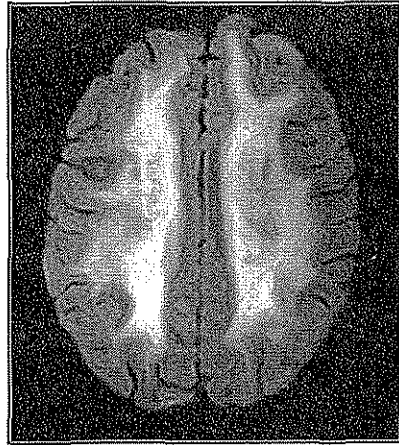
Resonancia magnética de cráneo IPT2, sin gadolinio, corte axial a nivel de la corona radiada, en paciente con SKS, en la que se observa hiperintensidad difusa de la sustancia blanca (Leucoencefalopatía).
